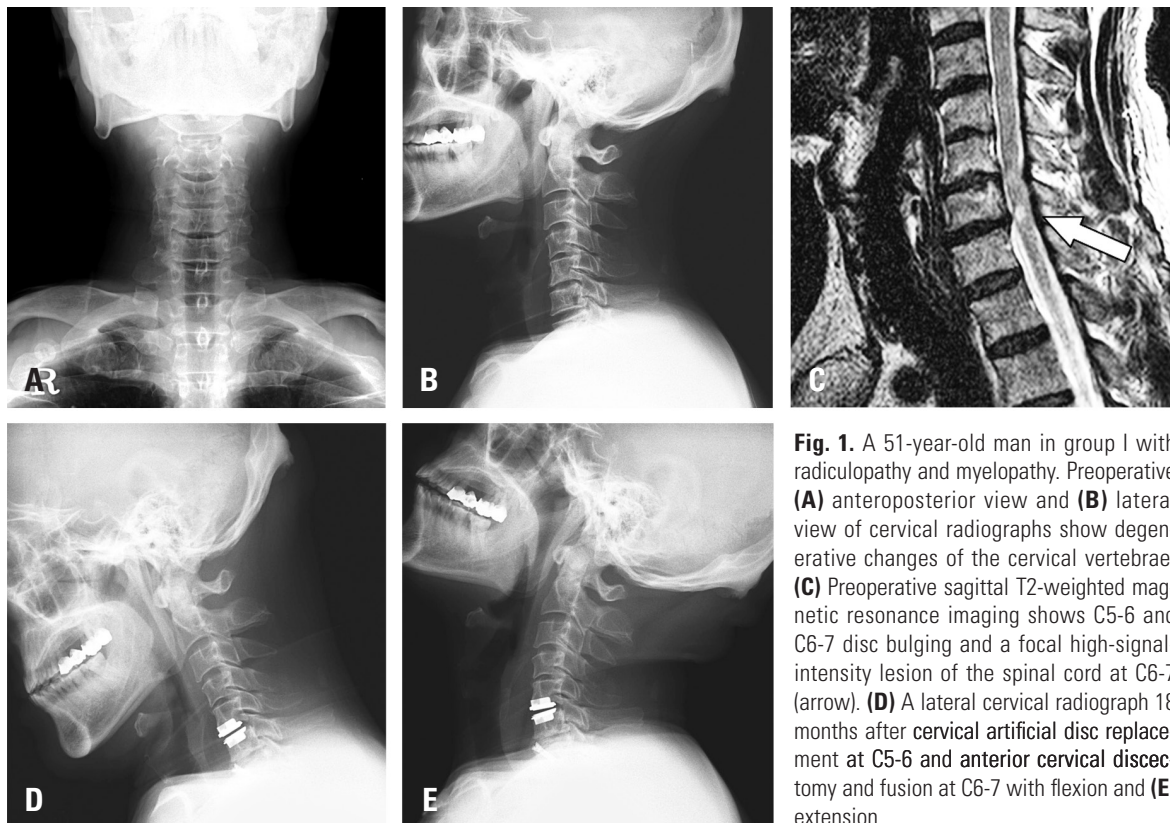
A 51-year-old man in group I with radiculopathy and myelopathy. Preoperative (A) anteroposterior view and (B) lateral view of cervical radiographs show degenerative changes of the cervical vertebrae. (C) Preoperative sagittal T2-weighted magnetic resonance imaging shows C5-6 and C6-7 disc bulging and a focal high-signal-intensity lesion of the spinal cord at C6-7 (arrow). (D) A lateral cervical radiograph 18 months after cervical artificial disc replacement at C5-6 and anterior cervical discectomy and fusion at C6-7 with flexion and (E) extension.
